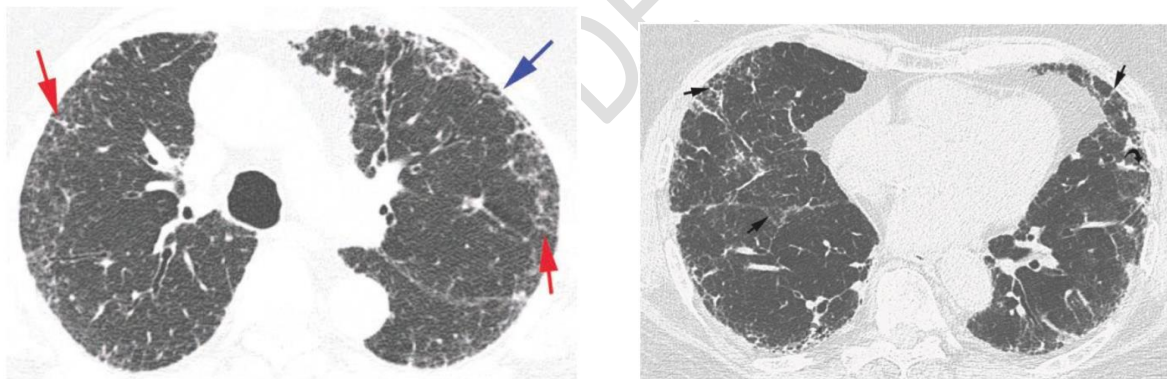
(a) Opacidades reticulares en un hombre de 83 años con Fibrosis pulmonar idiopática leve. La TCAR a nivel de la tráquea inferior muestra opacidades intralobulares lineales bilaterales, lo que da como resultado un patrón reticular en las regiones pulmonares subpleurales. También se observa engrosamiento septal irregular (flechas rojas) y bronquiectasia de tracción (flecha azul). (b) Opacidades reticulares en un hombre de 74 años con FPI. La TC a nivel de las bases pulmonares muestra opacidades reticulares irregulares bilateralmente en las regiones pulmonares subpleurales. En varias áreas, el engrosamiento septal irregular (flechas pequeñas) y la bronquiectasia de tracción (flecha curva) son visibles.
